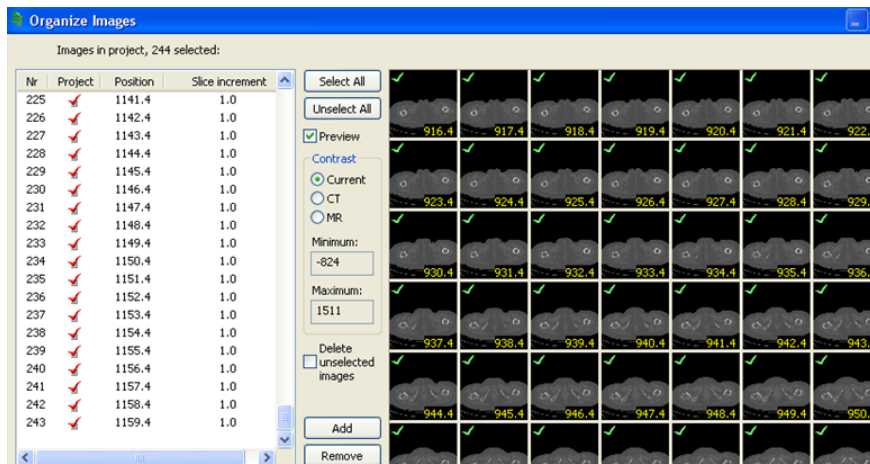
Imágenes de TAC importadas en Mimics.
